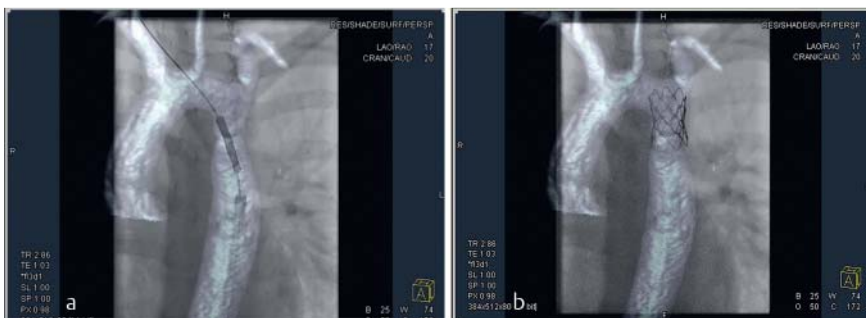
MRT-Überlagerung bei Stentimplantation. 13-jährige Patientin mit hämodynamisch relevanter Re-Aortenisthmusstenose. a, b zeigen eine MRT-Überlagerung der Echtzeitfluoroskopie zur Stentimplantation (MRT: Magnetresonanztomografie). Mit einem relativ kleinen und dosisreduzierten 3D-Datensatz der Rotationsangiografie kann das große 3D-Modell des kompletten Aortenbogens aus der Tage vorher durchgeführten MRT zur 3D-Navigation und zur exakten Stentimplantation genutzt werden.
